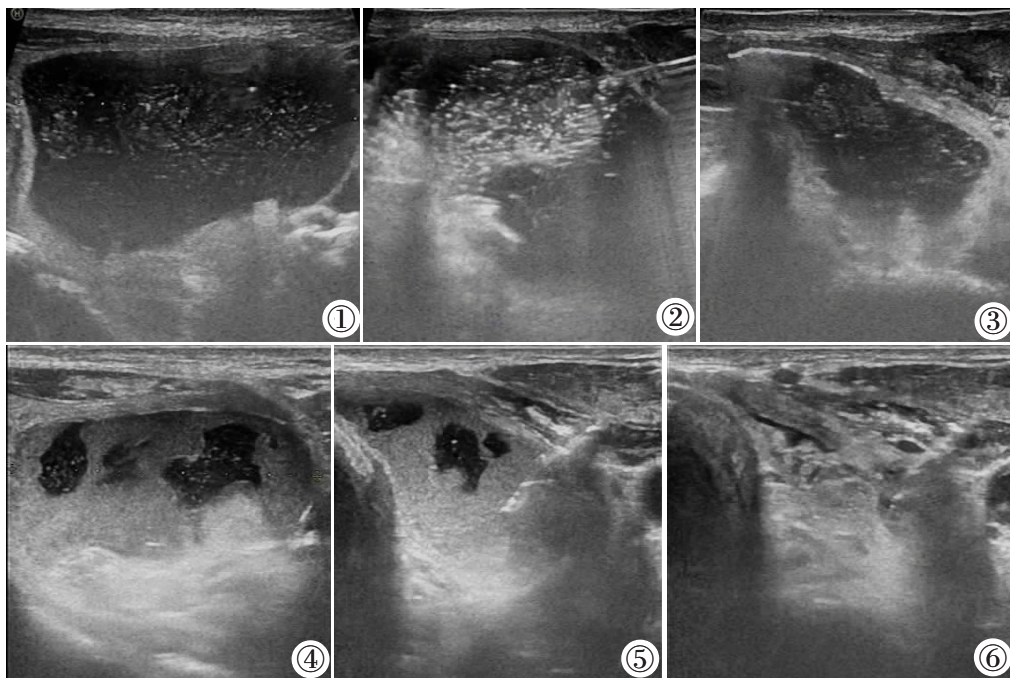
~6 甲状腺囊实性结节术前无水乙醇留置溶解囊液内胶质。图 1:甲状腺左叶囊实性结节内含有大量液性成分;图 2:超声引导下注射用无菌生理盐水反复冲洗囊腔;图 3:囊内部分为胶质成分,始终无法抽出,遂向囊内注射 2~5 mL 无水乙醇保留 1 周;图 4:1 周后囊内大团胶质部分溶解,形成散在分布胶质团;图 5:再次进行囊液抽吸,分散的胶质能轻易被抽出;图 6:囊内胶质完全被抽出,囊腔基本闭合。
